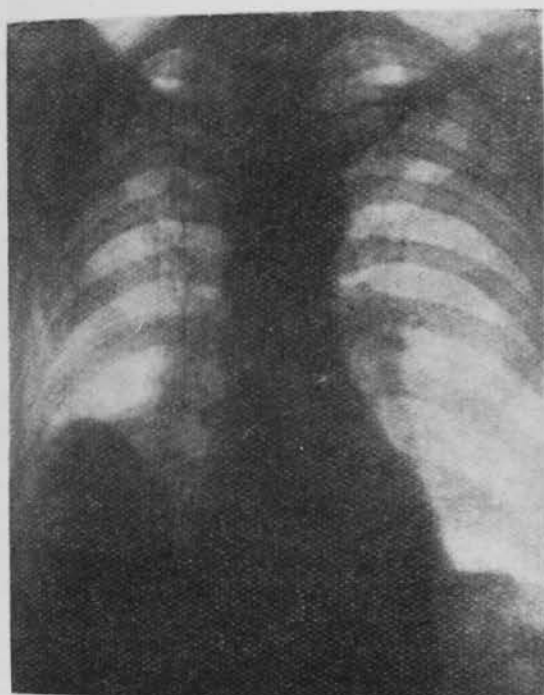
Radiografía de la lesión antes de ser operado.
